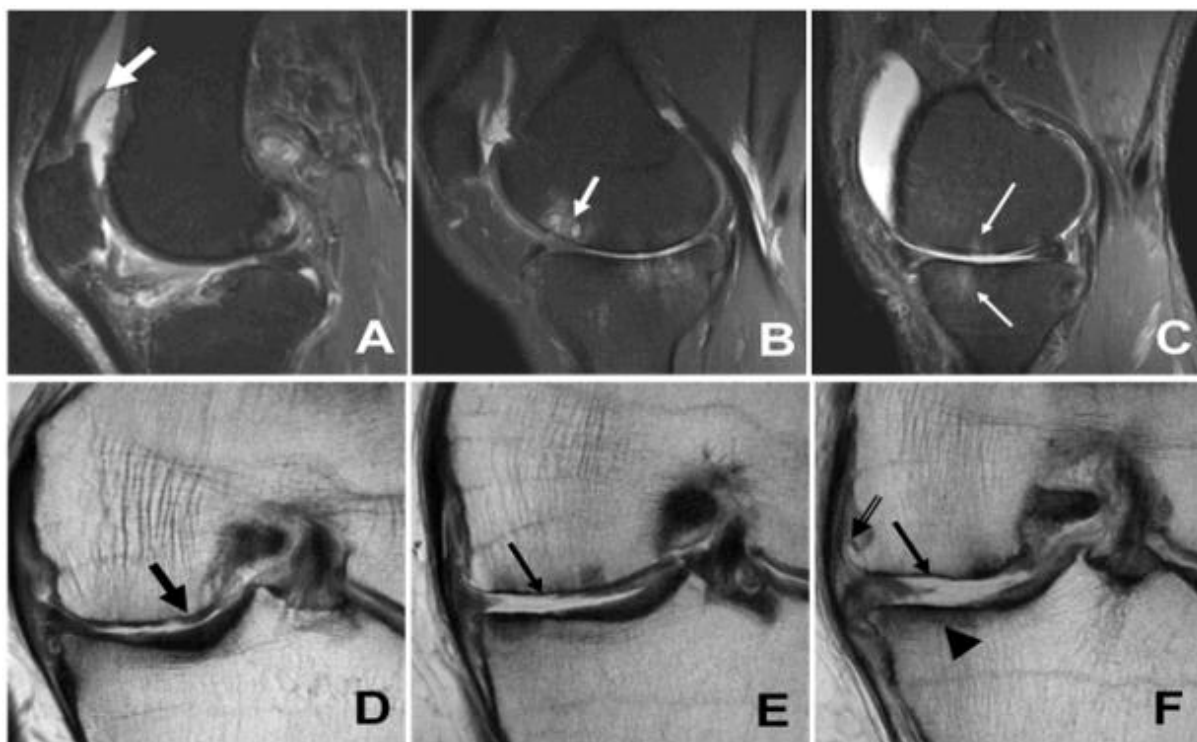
Imagens de recuperação por inversão sagital (A–C) e eco de spin rápido coronal (D–F) ilustrando os achados da ressonância magnética na osteoartrite. (A) Sinovite reativa (seta branca espessa), (B) Formação de cistos subcondrais (seta branca), (C) Edema da medula óssea (setas brancas finas), (D) Desgaste parcial da cartilagem (seta preta espessa), (E–F) Desgaste total da cartilagem (setas pretas finas), esclerose subcondral (cabeça de seta) e formação de osteófitos marginais (seta dupla). Imagem cortesia dos Drs. Hollis Potter e Catherine Hayter, Hospital for Special Surgery, Nova York, NY. Fonte: [Loeser et al. \(2012\)](#).
